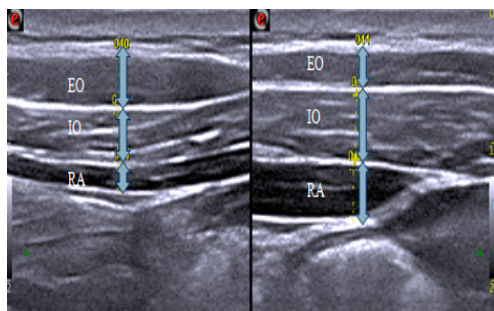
Thickness of ultrasonic muscles
